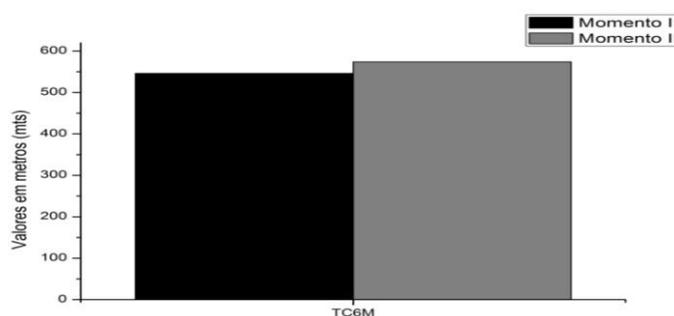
Análise da variável cardiorrespiratória obtida pelo Teste de Caminhada de Seis Minutos (TC6M).
